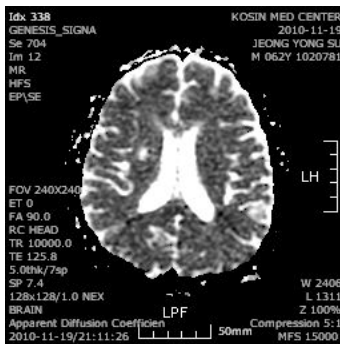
Brain MRI of the patient with hypoglycemic encephalopathy at the first day. (A): Diffusion-weighted MR imaging shows hyperintense lesion in the splenium of the corpus callosum. (B): apparent diffusion coefficient (ADC) map shows hypointense lesion in the same area. (C): FLAIR MR imaging shows old lacunar infarction in the right putamen and no signal abnormality in the splenium.
